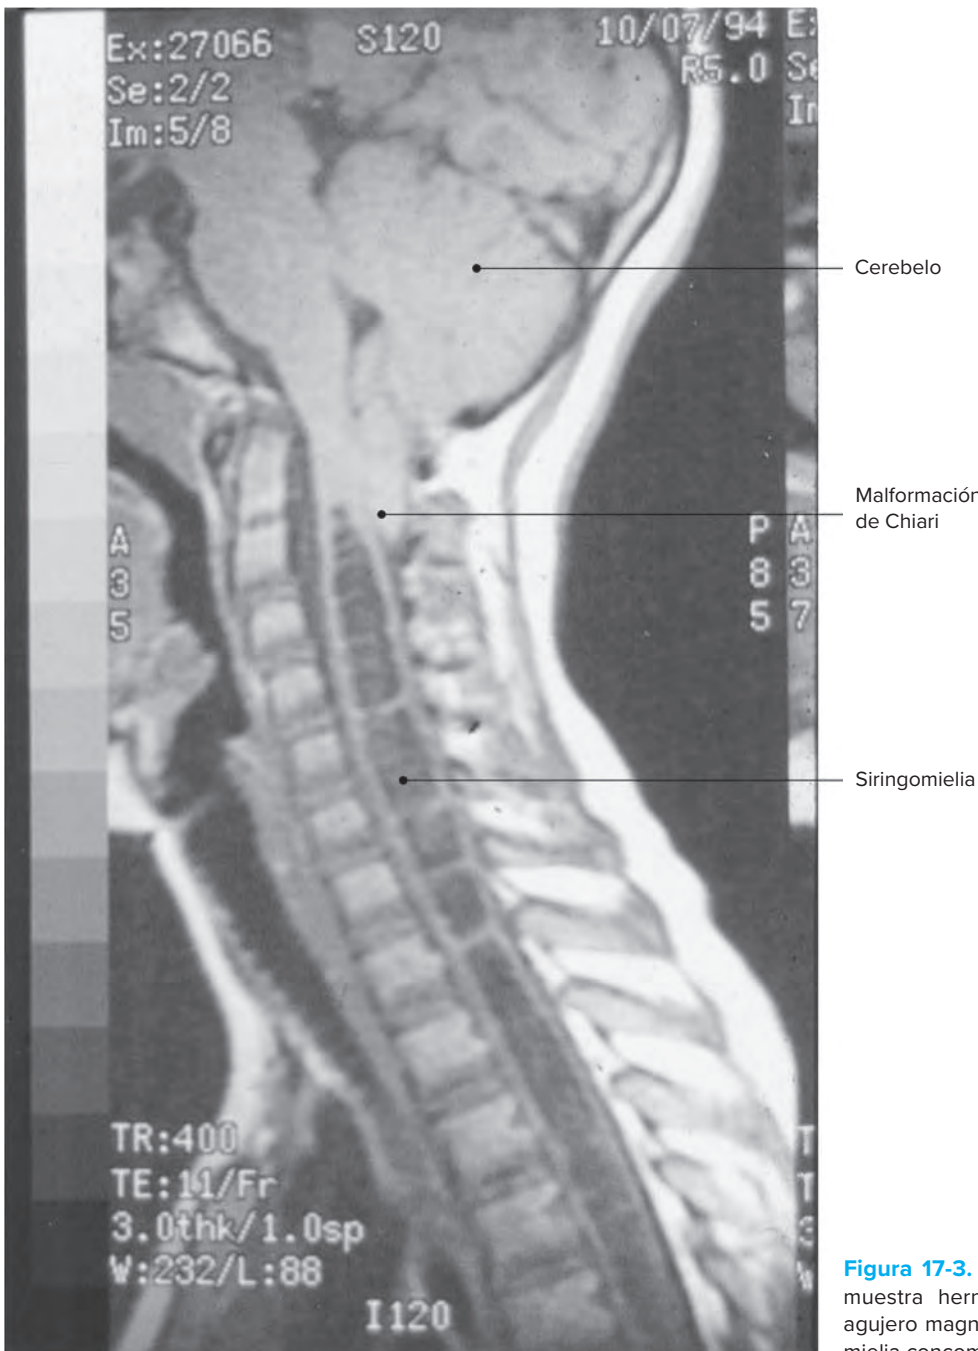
RM mediosagital del cerebro que muestra herniación del cerebelo a través del agujero magno (malformación de Chiari) y siringomielia concomitante de la médula espinal.
